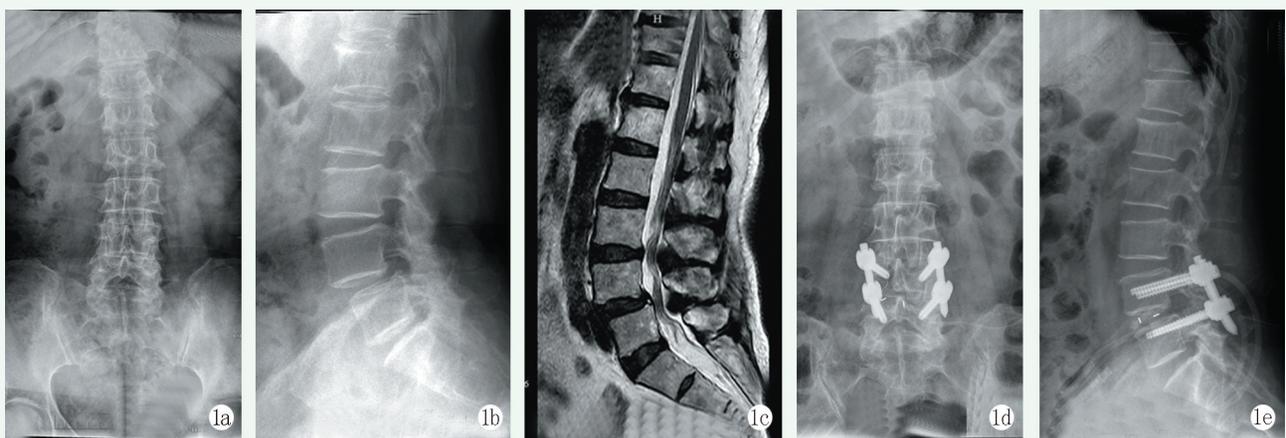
患者，女，63岁，右下肢放射痛麻木 1a: 术前正位X线片示腰椎退行性变 1b: 术前侧位X线片示L<sub>4</sub>椎体退行性滑脱 1c: 术前矢状面MRI显示L<sub>4</sub>椎体1度滑脱伴L<sub>4/5</sub>椎管狭窄 1d: 术后6个月正位X线片示腰冠状位力线良好，内固定位置可 1e: 术后6个月侧位X线片示L<sub>4</sub>滑脱复位满意，矢状位力线良好，内固定位置良好
